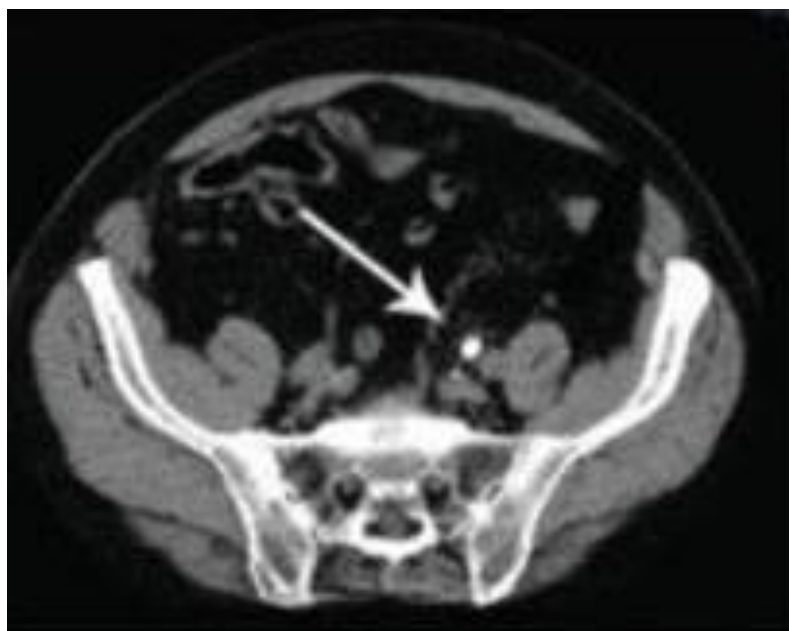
КТ пациента С., 21 год. Конкремент в с/3 правого мочеточника
